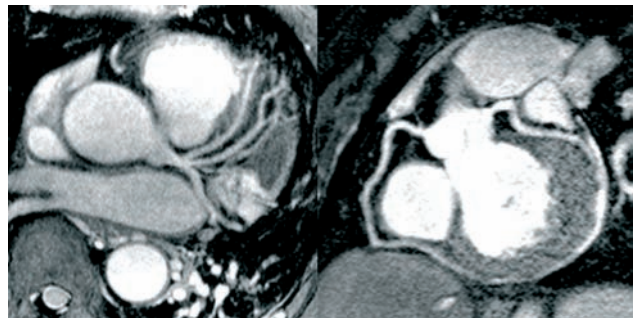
Darstellung von Herzkranzgefäßen mittels MRT. Links zeigen sich die beiden Herzkranzgefäße mit Ihren Seitenästen, die hauptsächlich für die Blutversorgung der Herzvorderwand zuständig sind. Rechts daneben ist das rechte Herzkranzgefäß dargestellt, das große Teile der Hinterwand versorgt (courtesy Matthias Stuber).
